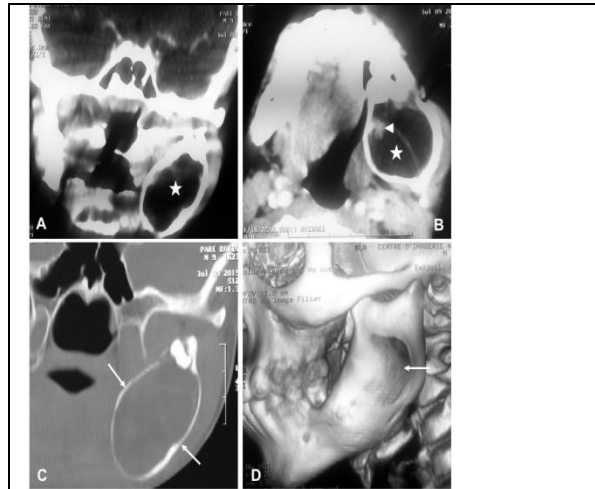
TDM maxillo-faciale d'un améloblastome mandibulaire gauche.
